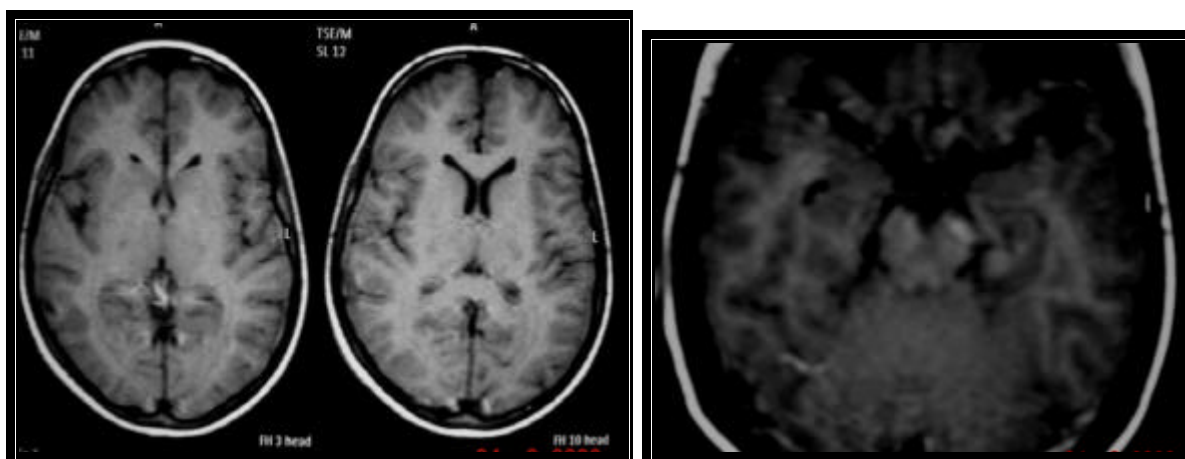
RM do encéfalo. Axial T1. Paciente 22. 15 anos de idade. Intensidade de sinal normal dos globos pálidos. Note o hipersinal assimétrico nos pedúnculos cerebrais deste paciente, mais acentuado a esquerda (setas).
